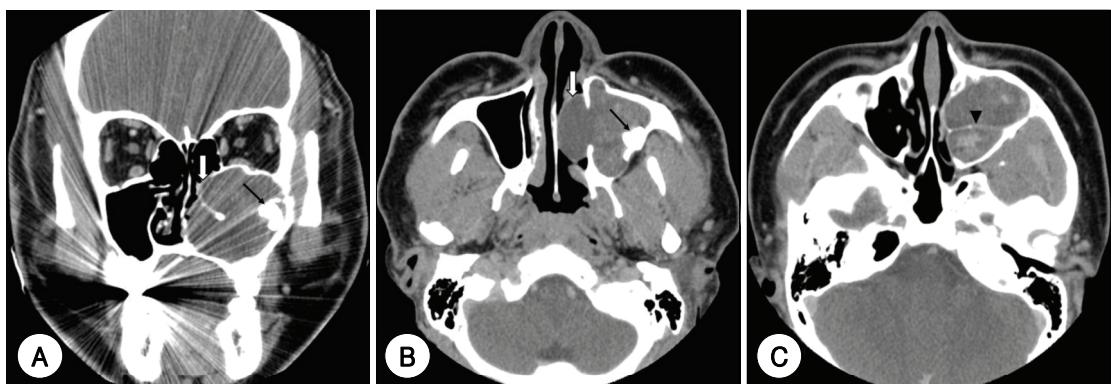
Preoperative PNS CT scans. Preoperative CT scans show an expansile space occupying, heterogeneous low density mass (white arrow) in the left maxillary sinus. A : Coronal scan shows that the lesion is originated from left maxillary alveolar fossa with a migrated 3rd molar tooth (black arrow). B : Axial scan shows that the lesion extends to left nasal cavity with bony defect. C : The mass in the maxillary sinus is divided two portions by bony septum (arrow-head).
